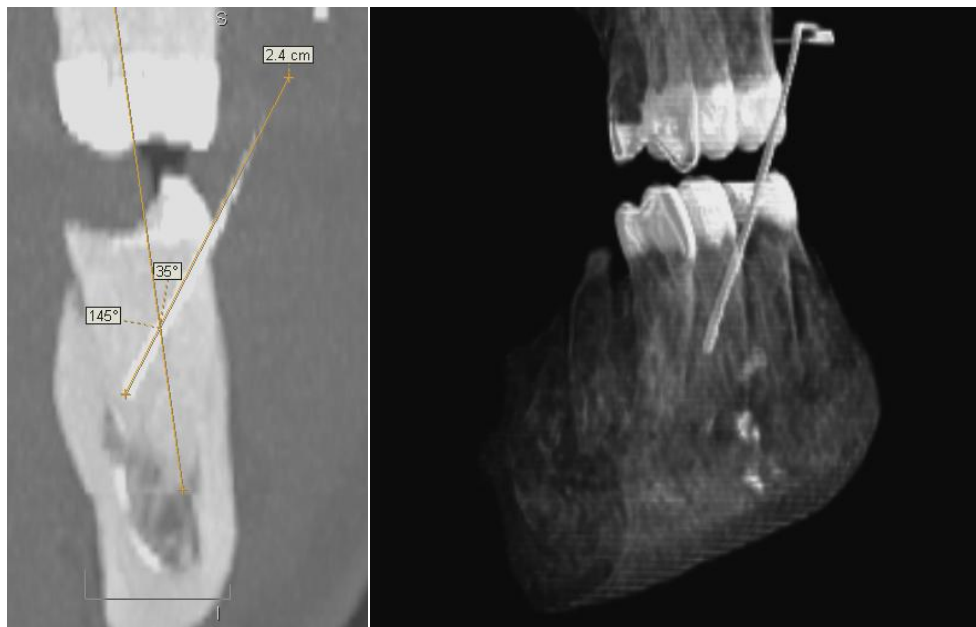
Объемная дентальная томография. Внутрикостное введение анестетика в области зубов 3.5 – 3.6 (стрелкой указано место введения анестетика)
